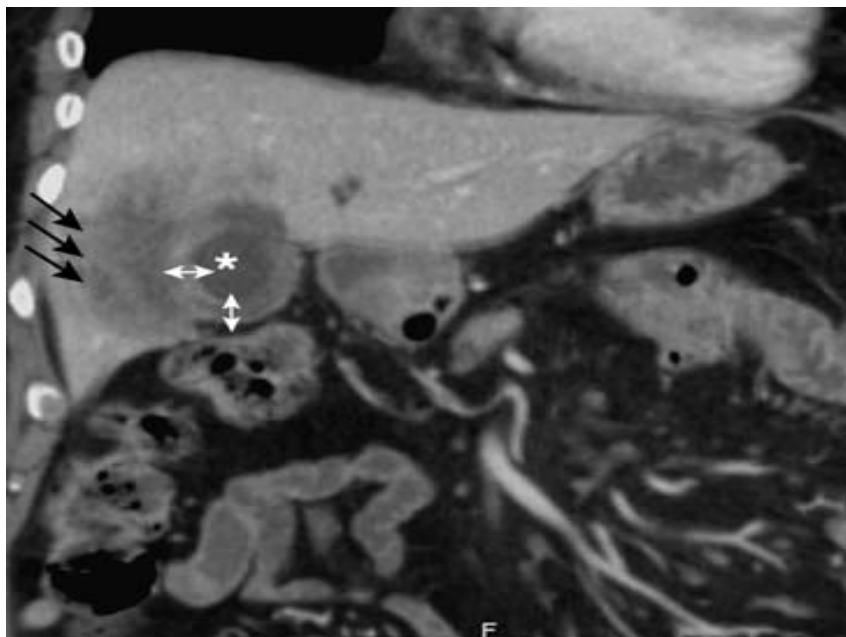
TDM abdominale en coupe coronale après injection de PDC. La vésicule biliaire (astérisque) présente une paroi épaisse (flèches doubles). L'extension de la lésion vésiculaire au parenchyme hépatique adjacent est bien visible (flèches noires) [49].
